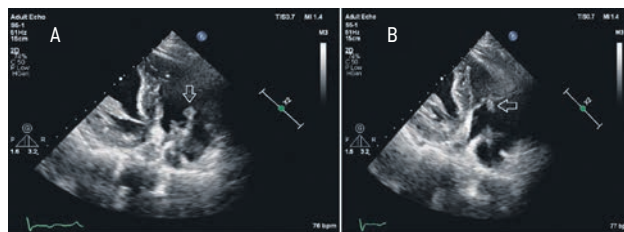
Эхокардиограмма пациентки Б. Модифицированное трехкамерное верхушечное сечение: А — диастола, трикуспидальный клапан открыт; В — систола, трикуспидальный клапан закрыт. Стрелкой обозначена рыхлая вегетация, фиксированная на желудочковом электроде вблизи трикуспидального клапана. Образование фиксировано к электроду; створки собственного трикуспидального клапана выглядят интактными
